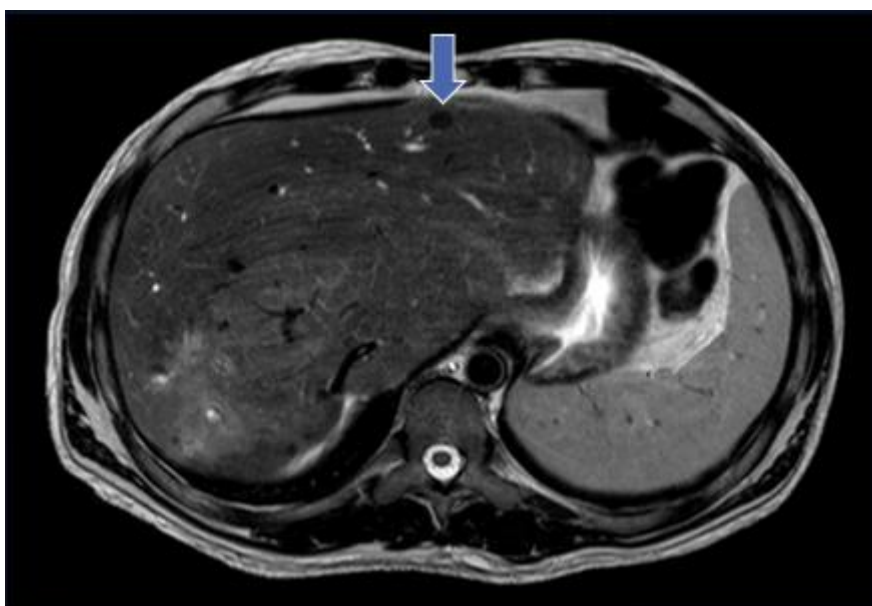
RM axial T2. A lesão envolve / infiltra o lúmen biliar ao nível da confluência dos ductos hepáticos, ramo biliar hepático esquerdo proximal e hepático comum, determinando moderada dilatação dos ductos biliares a montante (notadamente do lobo esquerdo – seta amarela). Setas e círculo azuis apontam nódulos isolados e agrupados circundando a massa necrótica sugestivos de tuberculomas. Havia ainda trombose do ramo portal direito e da veia hepática direita.
